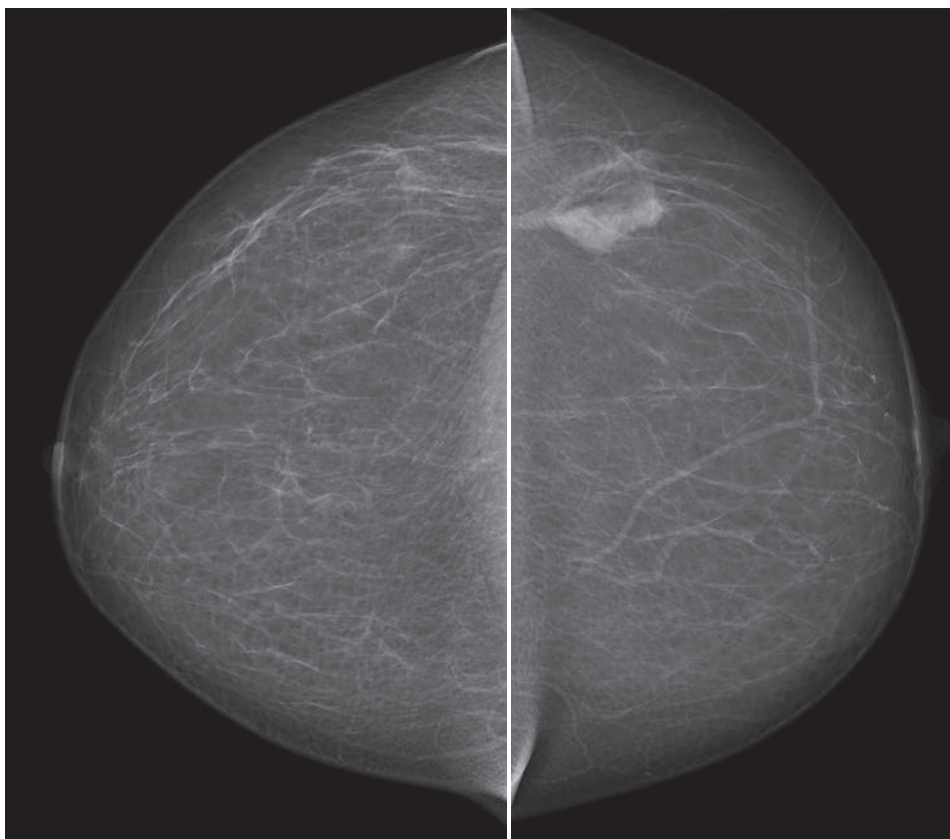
На краниокаудальных маммограммах видны несимметричные изменения молочных желез. Подобная картина без других маммографических изменений редко является свидетельством злокачественной опухоли и практически всегда является доброкачественной/нормальной находкой. УЗИ в этом случае подтвердило наличие «островка» нормальной железистой ткани.
